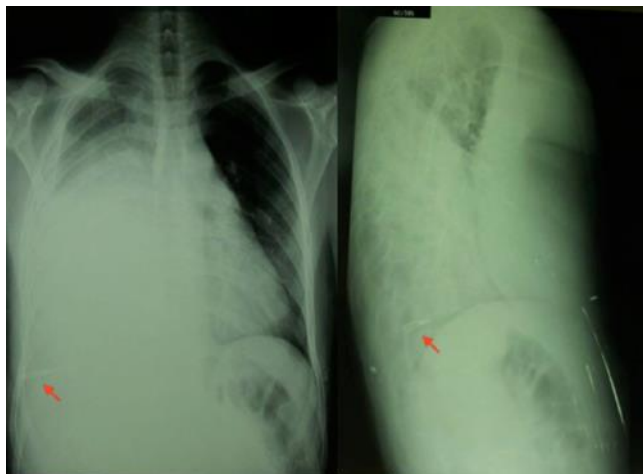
Radiographie standard de face et profil montrant une lame de bistouri au niveau du cul de sac costo-diaphragmatique droit (flèche) (patient n°2).
